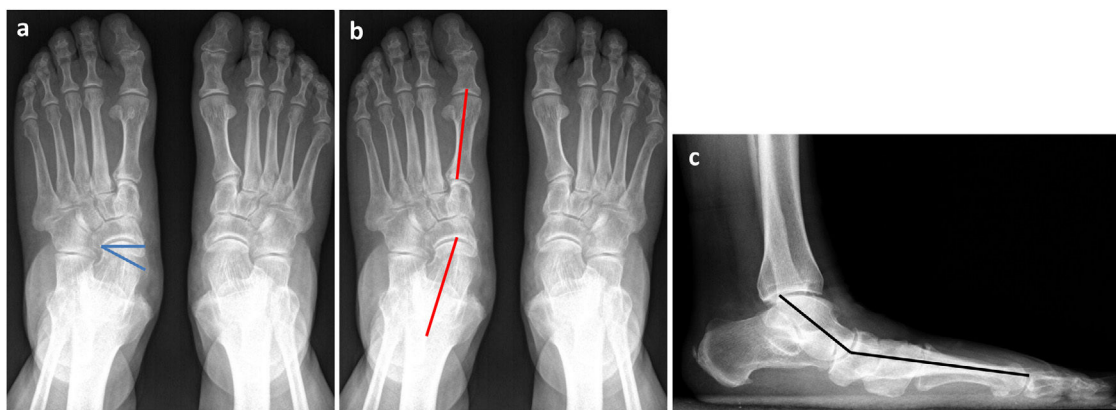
a y b) Radiografía dorsoplantar en carga. Ángulo de cobertura talonavicular (azul). Ángulo talar-1° metatarsiano (rojo). c) Radiografía lateral en carga. Línea de Meary (negro). El color de la figura solo puede apreciarse en la versión electrónica del artículo.
